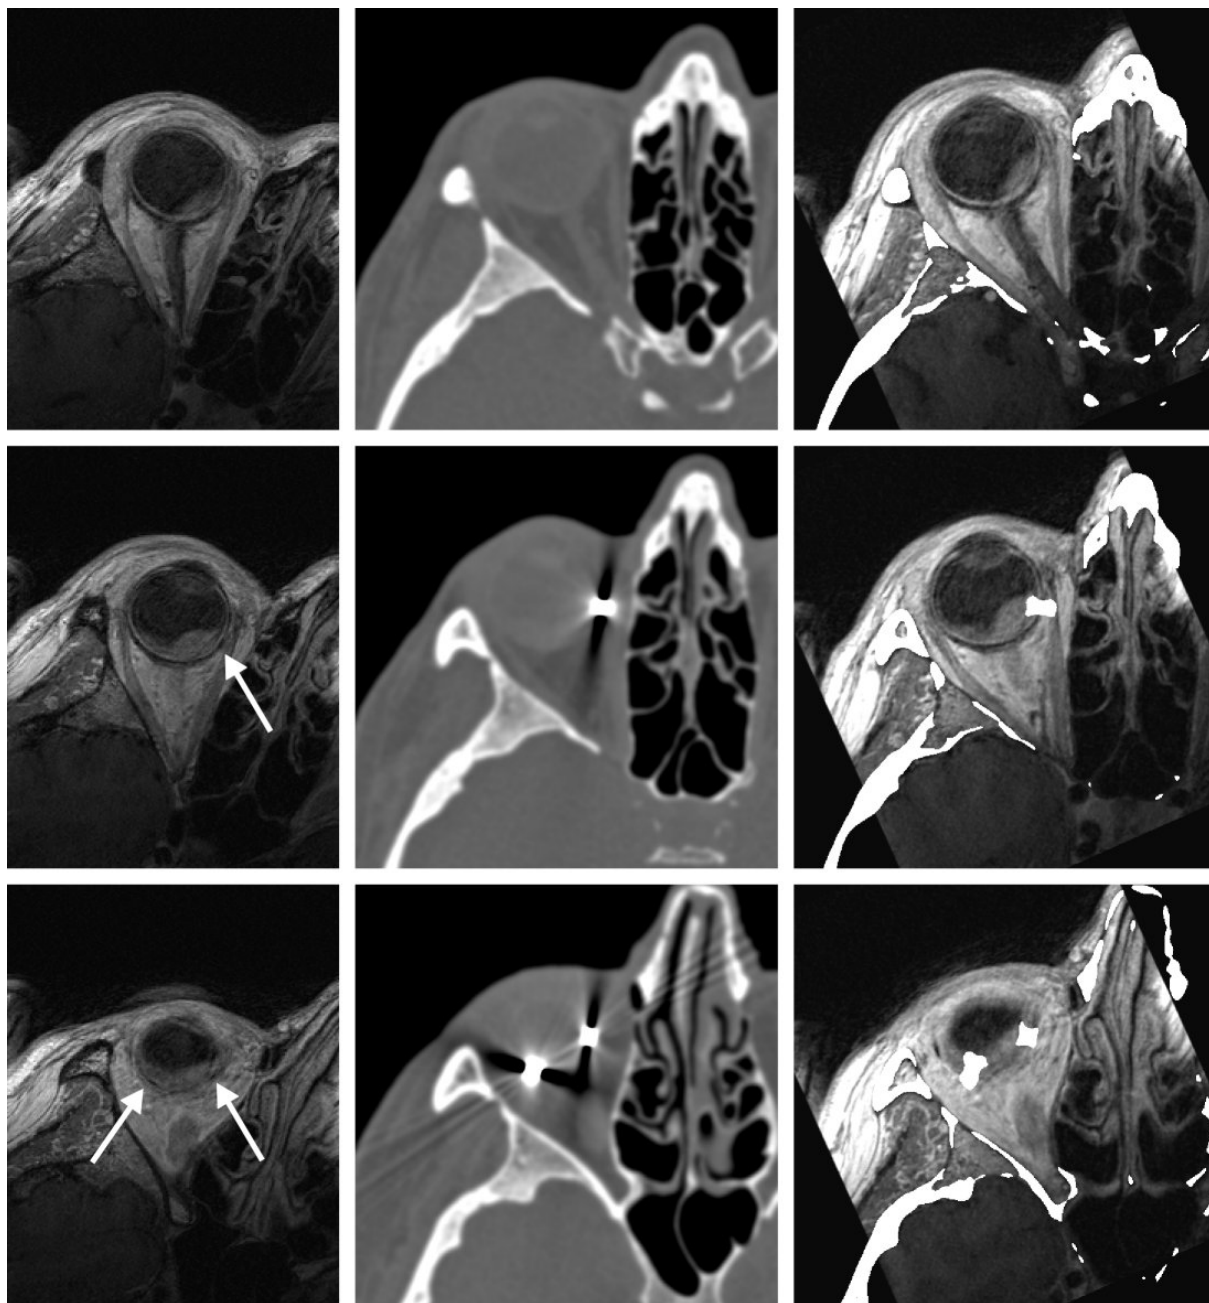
Voxel-basierte Bildfusion eines Patienten mit Aderhautmelanom des rechten Auges, linke Spalte MRT mit exemplarischen 0,3-mm-Schichten und nur mäßiger Erkennbarkeit der Clips (Pfeile), mittlere Spalte CT in 0,5-mm-Schichten, Knochenfensterdarstellung, rechte Spalte Bildfusion der CT- und MRT-Daten, die MRT-Bilder wurden für die Fusion automatisch um 25° gedreht
